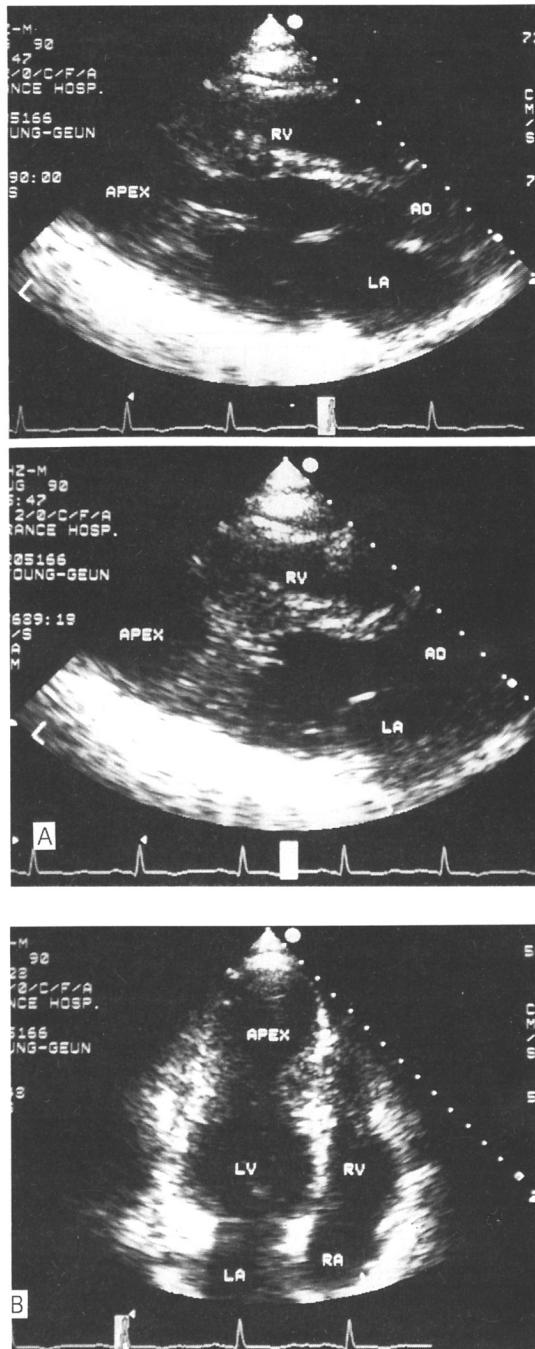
2D Echocardiography : circular hypertrophy of mid-ventricle and normal global left ventricular systolic function(A : parasternal long axis view. upper : diastolic, lower : systolic, B : apical 4 chamber view).
